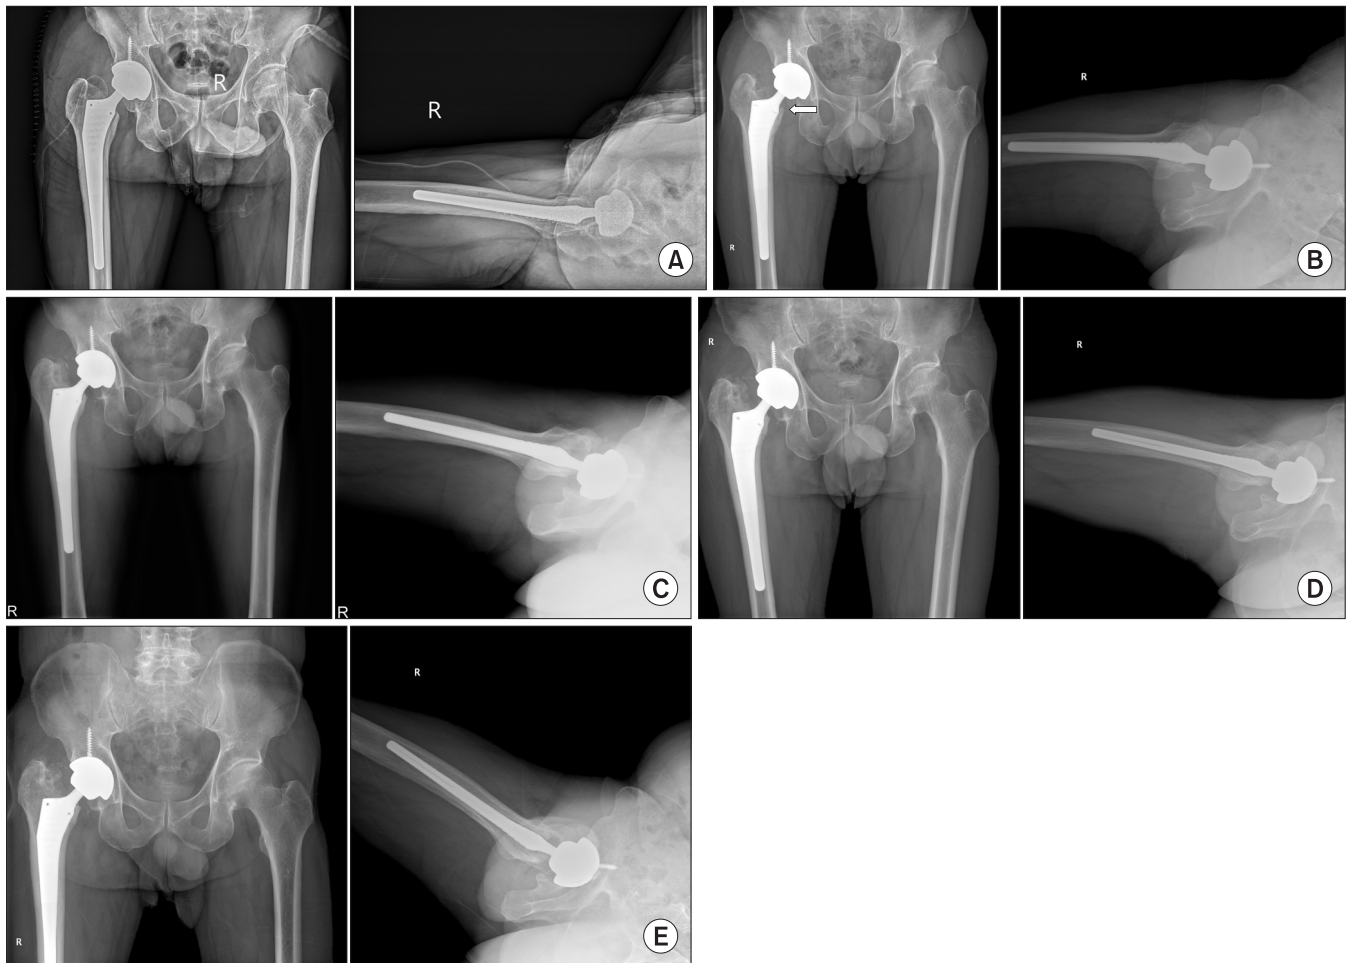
(A) Postoperative anteroposterior and lateral radiographs show press-fitted femoral stem and acetabular component. (B) Four-month follow-up radiographs show calcar resorption and about 6-mm-sized subsidence is observed (white arrow). (C) Twelve-month follow-up radiographs show progress subsidence to approximately 10 mm but no further progression of subsidence is observed in the 18 months (D) and 24 months (E) follow-up radiographs.
